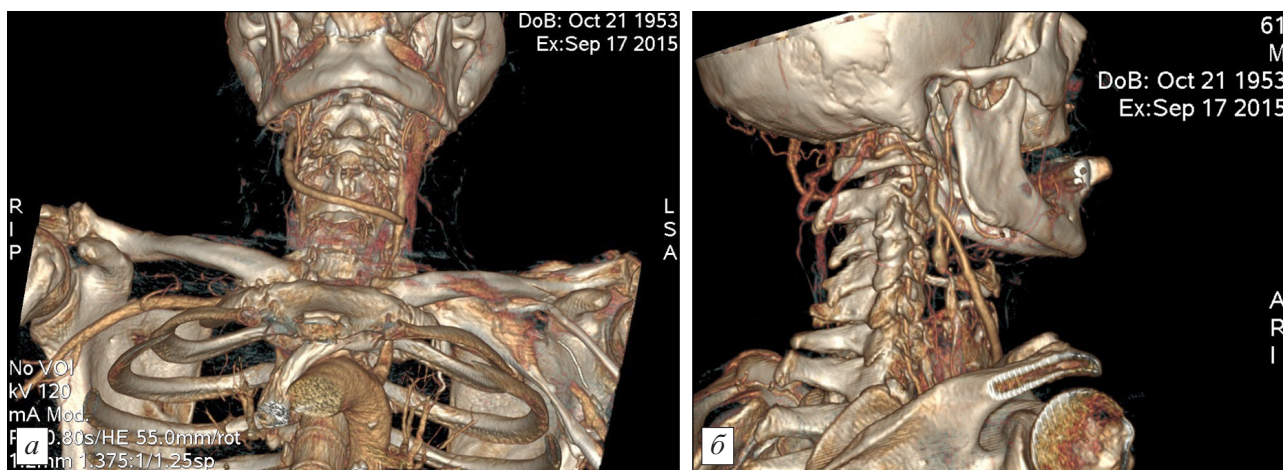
КТ-ангиография проходимого экстраанатомического перекрестно слева—направо общесонно-внутреннесонного аутовенозного шунта того же больного.
